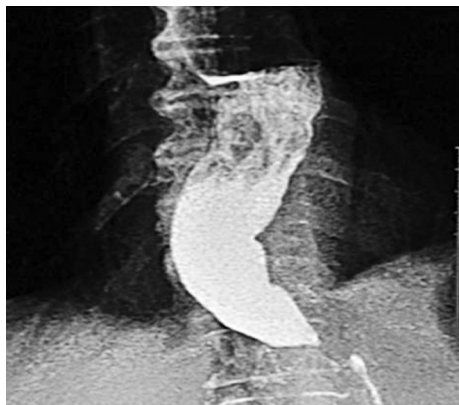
Ахалазия кардии III степени. Рентгенограмма пищевода
